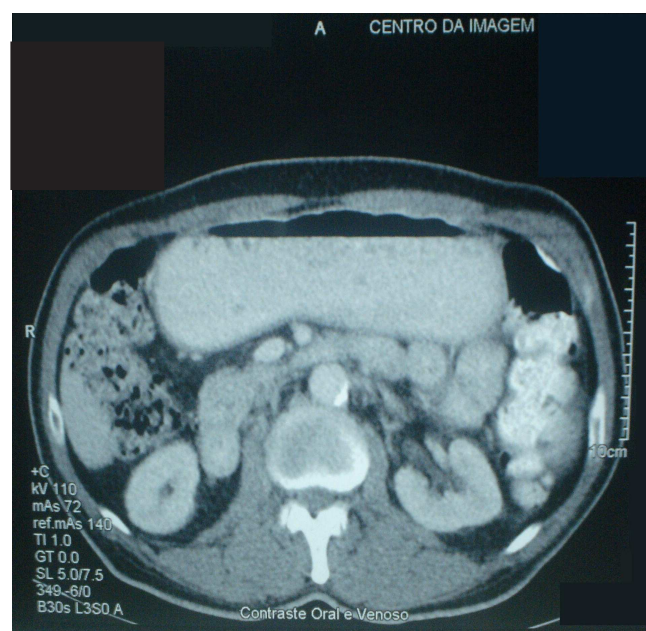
TC abdominal – grande quantidade de resíduos no estômago.
